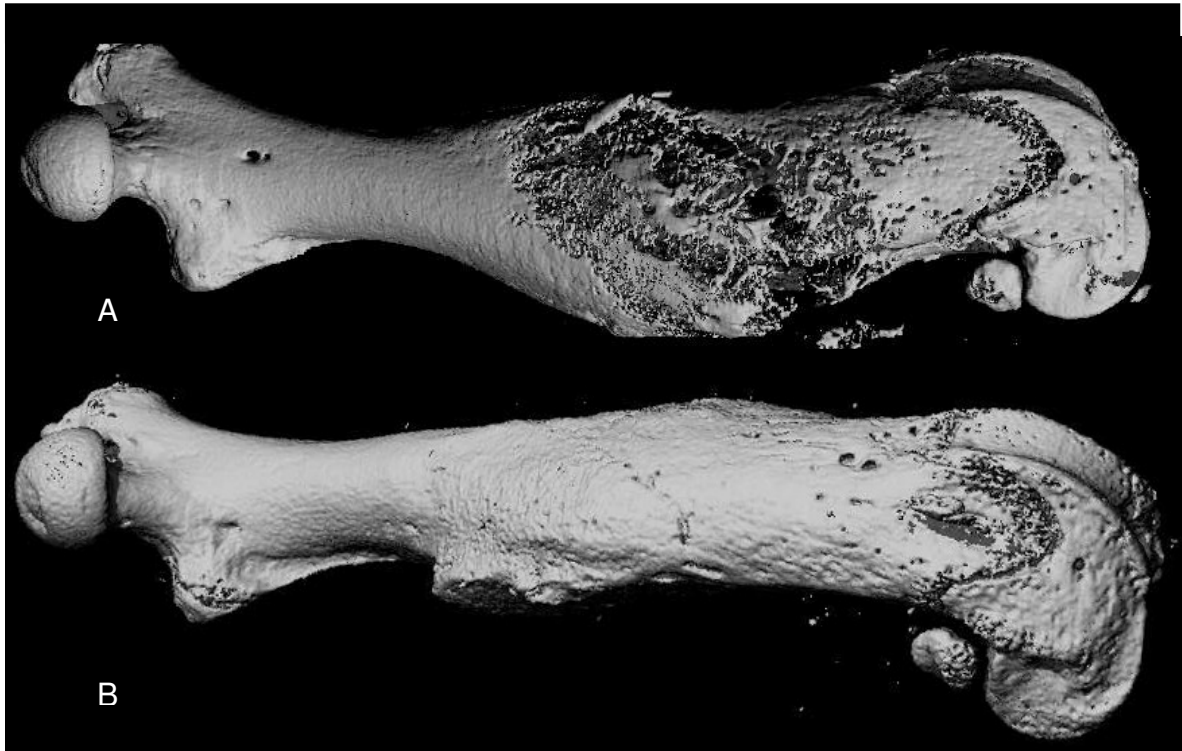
Dreidimensionale Darstellung der strukturellen Gegebenheiten der Femora an Tag 20 der Frakturheilung. Im Kontrollfemur (A) ist der Frakturspalt nach 20 Tagen Frakturheilung noch erkennbar. Der mit Östrogen (B) behandelte Femur hingegen, hat seine strukturelle Integrität nach dieser Periode bereits erlangt hat. (Mikro-CT-Analyse; Schichtdicke: 12 μ m, 12kV, 114mA)
